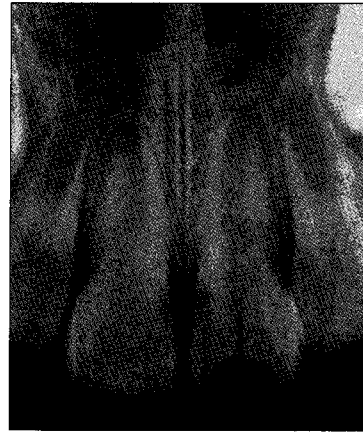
Radiograph on 1st visit
